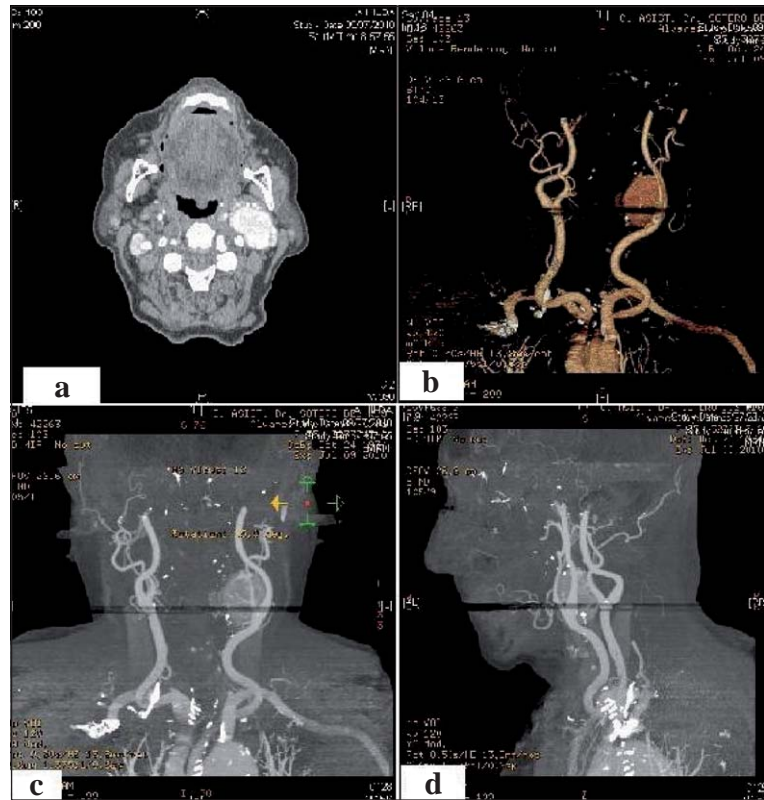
Angiografía por TAC de cabeza y cuello con reconstrucción tridimensional. a) Corte transversal donde se observa masa de 3,8 cm, de contornos bien definidos en contacto con adventicia de arteria carótida izquierda. Refuerzo homogéneo e intenso con contraste. b-d) Reconstrucción tridimensional donde se observa irrigación proveniente de ramas arteriales de arteria carótida externa y común. Gruesas estructuras venosas de drenaje en su interior.
